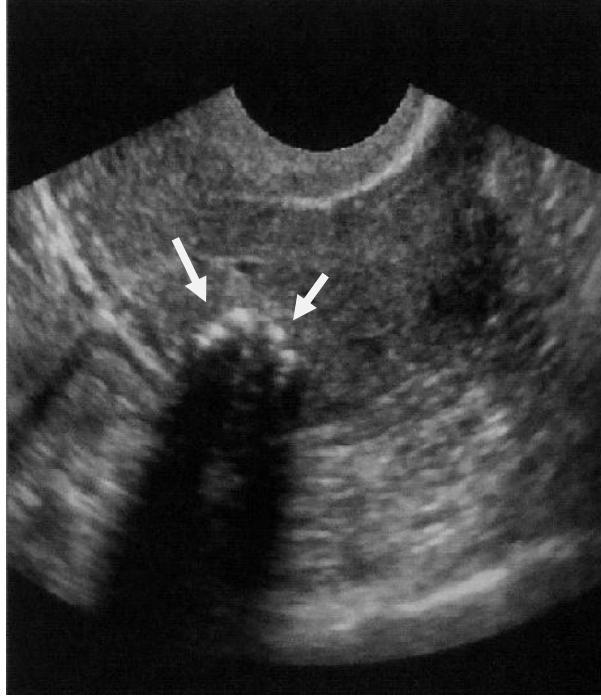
USG görüntülerde farklı hastalarda heterojen yapıda gölge (ok başları) sahaları içeren leiomyomlar
